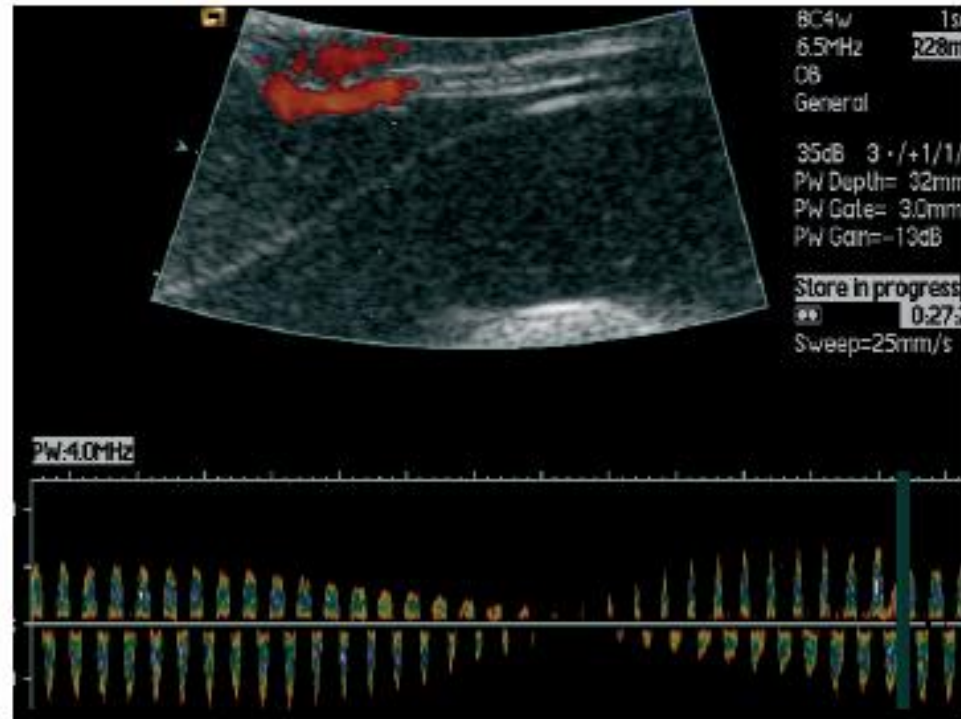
The characteristic bi-directional, periodic waveform of an arterio-arterial anastomosis is highlighted on this slow sweep colour Doppler picture.
